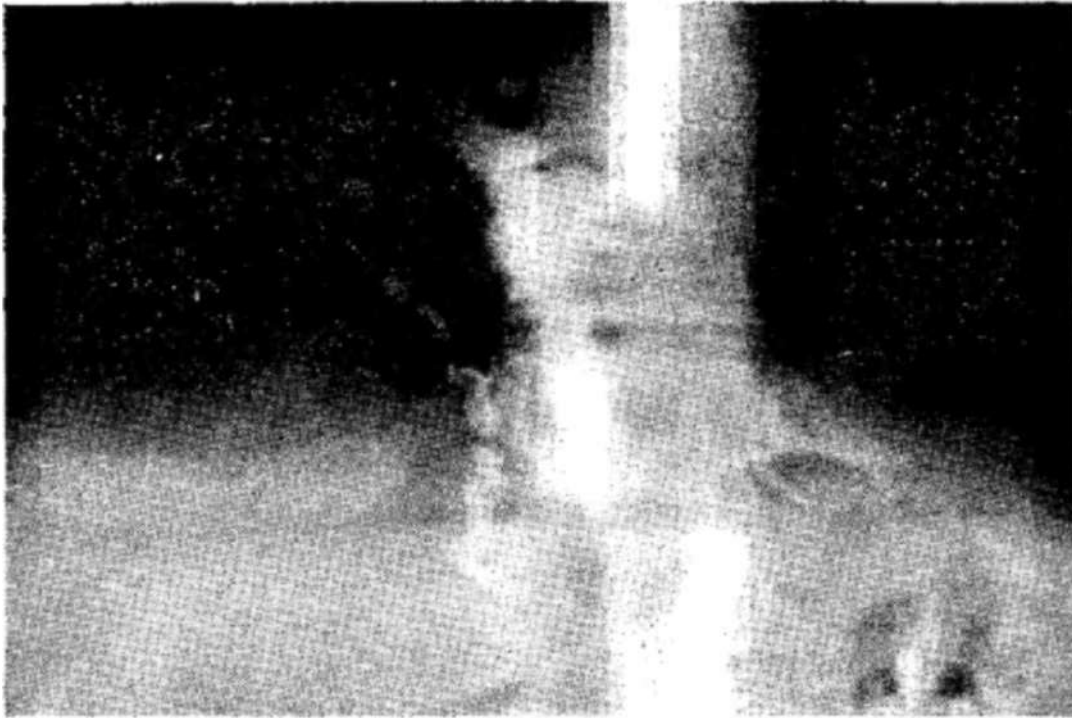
Рентгенограмма больного В. после приема бариевой взвеси (прямая проекция).
